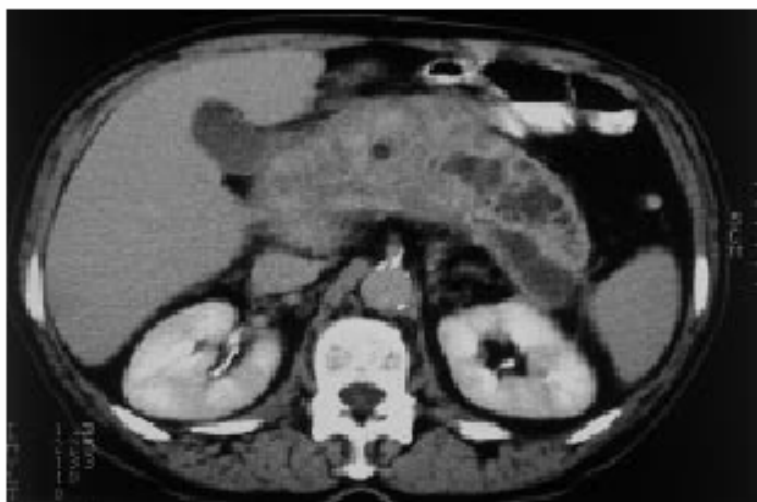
TC com contraste oral e EV: aumento difuso das dimensões de todo o pâncreas, com irregularidade e má definição do contorno. Múltiplas áreas do parênquima pancreático sem captação do contraste EV, globalmente com padrão heterogêneo. Infiltração da gordura adjacente e pequena lâmina de líquido peri-esplênico.
